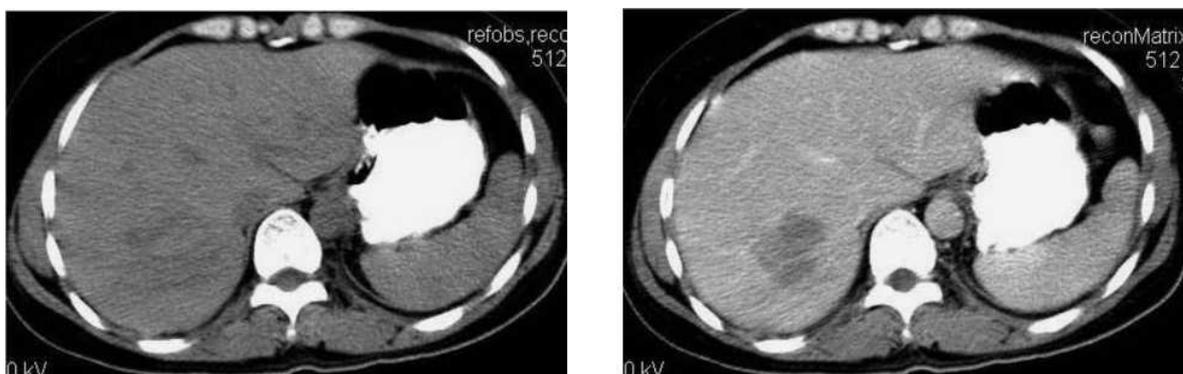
Компьютерные томограммы. Центральная гематома печени (стрелки). а - без контрастного усиления; б - с контрастным усилением.
